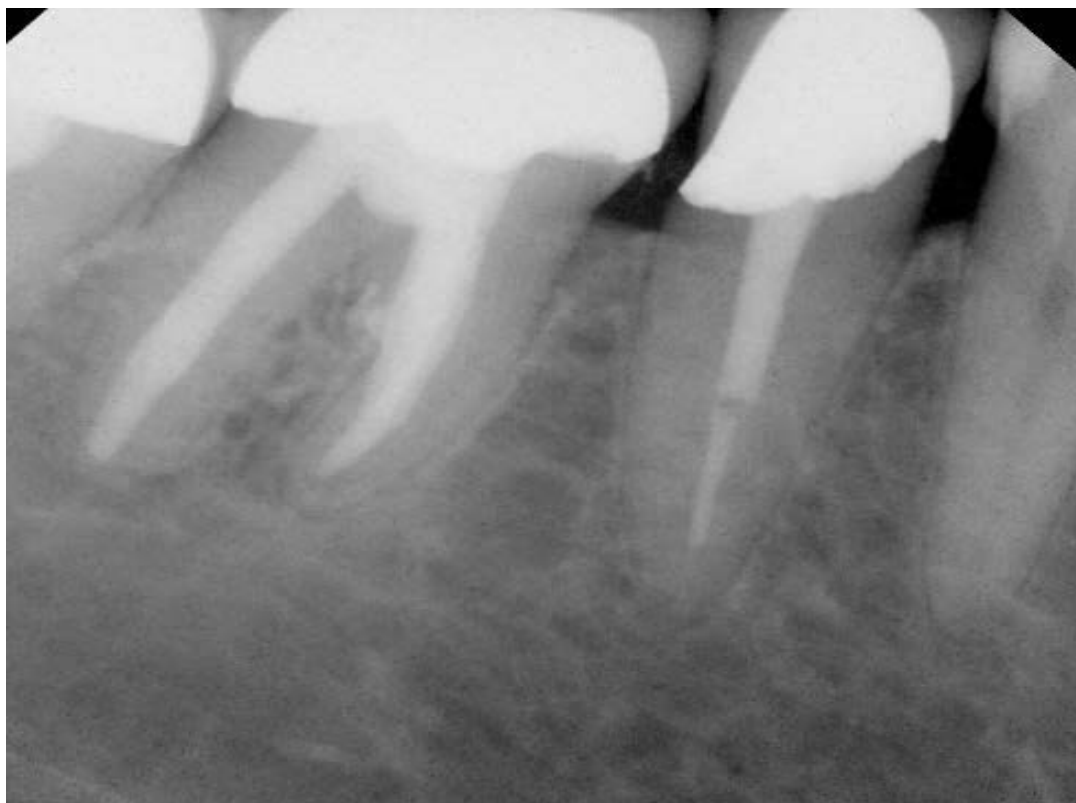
Die Röntgenkontrolle im Rahmen des Endo-Recalls vom 31.07.2007 zeigt eine vollständige knöcherne Regeneration.
